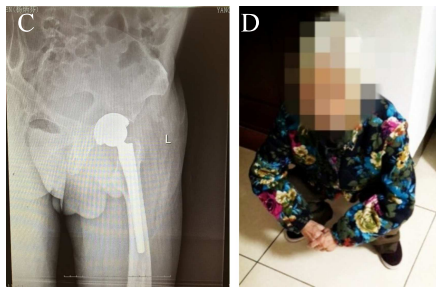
患者1:A. DAA 髌前上棘外2横指头再向远端1~2横指处为切口起点;B. DAA 髌关节置换术后1个月骨盆正位X线片;C. DAA 术后1个月髌关节侧位X线片;D. 术后2个月下蹲情况
